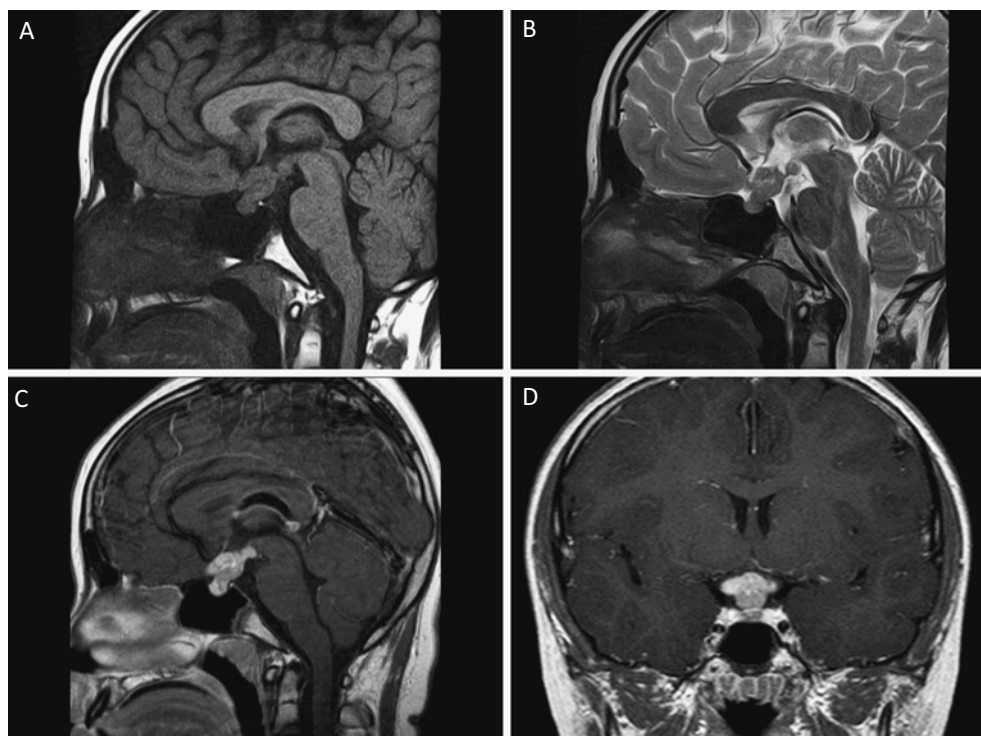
Magnetic resonance imaging (MRI). (A) Sagittal T1-weighted MRI showing a 20.68-mm mass with superior-to-posterior extension from the suprasellar region to the papillary body. (B) Sagittal T2-weighted MRI revealing hyperintensity. (C) Sagittal contrast-enhanced T1-weighted MRI showing a mass with a contrast effect from the superoposterior suprasellar region to the papillary body. (D) Coronal contrast-enhanced T1-weighted MRI.
